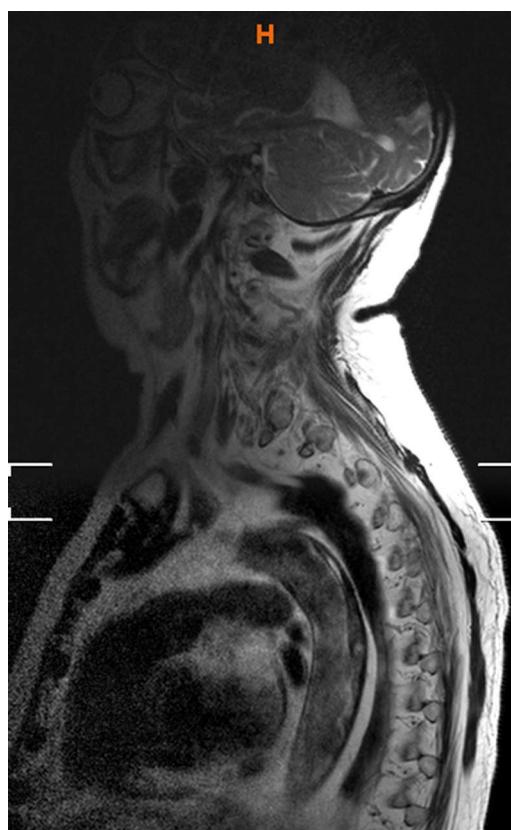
Amplio trombo posterior aórtico en imagen de RMN.
